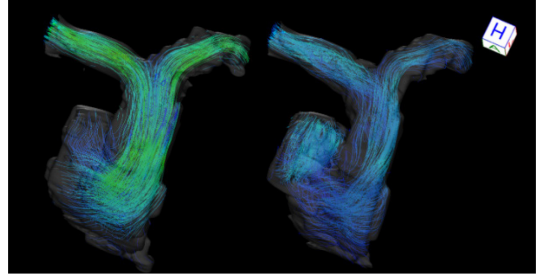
4D Flow MRI により可視化された右心室および肺動脈の血流
